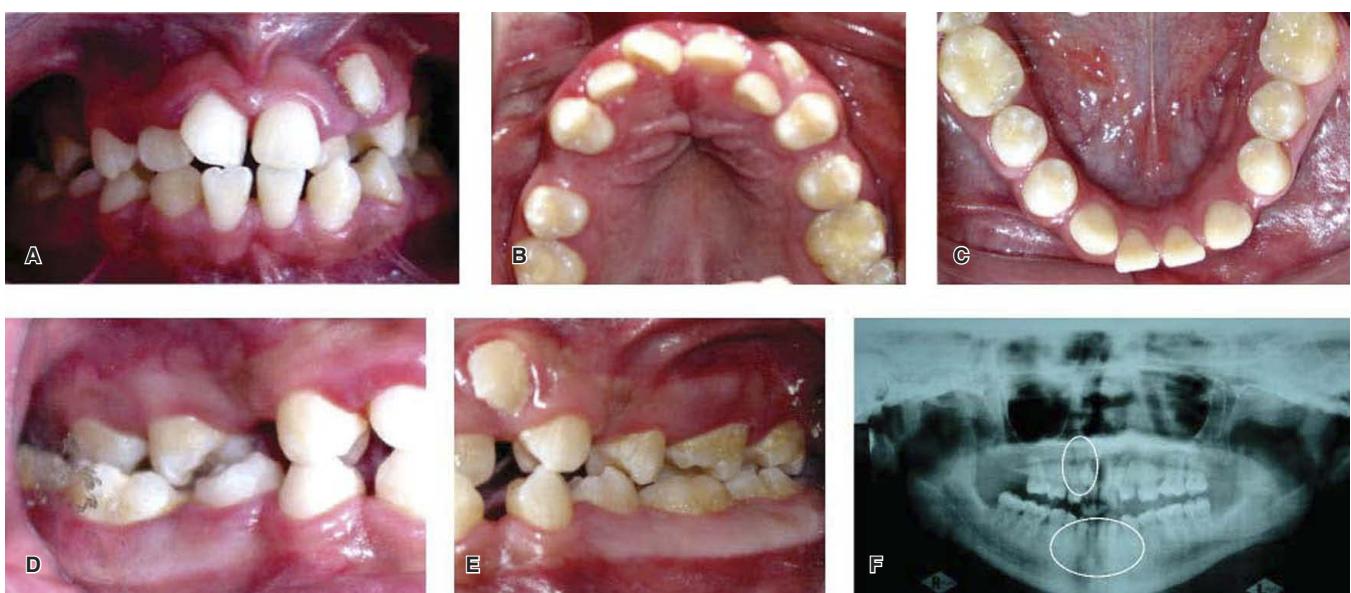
A) Vista de frente: maloclusión dentaria, abundante placa dentobacteriana, gingivitis localizada supragingivalmente. B) Oclusal superior escalonado, obturaciones dentales con resina en 16 y 26, giroversiones dentales de 12, 11, 21, erupción ectópica del 23, ausencia congénita del 13 y diastemas. C) Oclusal inferior: ausencias congénitas de 32 y 42, giroversión del 41, diastemas y obturaciones dentales con resina en 36 y 46. D) Lateral derecho: mordida cruzada. E) Lateral izquierdo. F) Ortopantomografía donde se aprecian las ausencias congénitas del 13, 32 y 42. Fuente: Directa.
